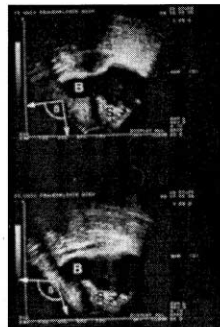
Relevante Meßparameter der sonographischen Urethrozystographie.
